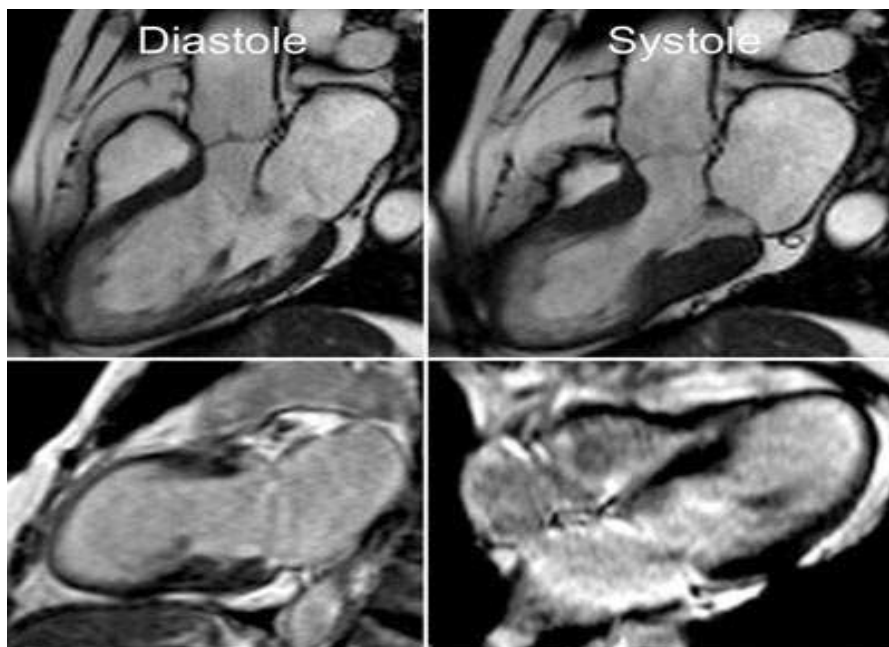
IRM cardiaque du ventricule gauche
